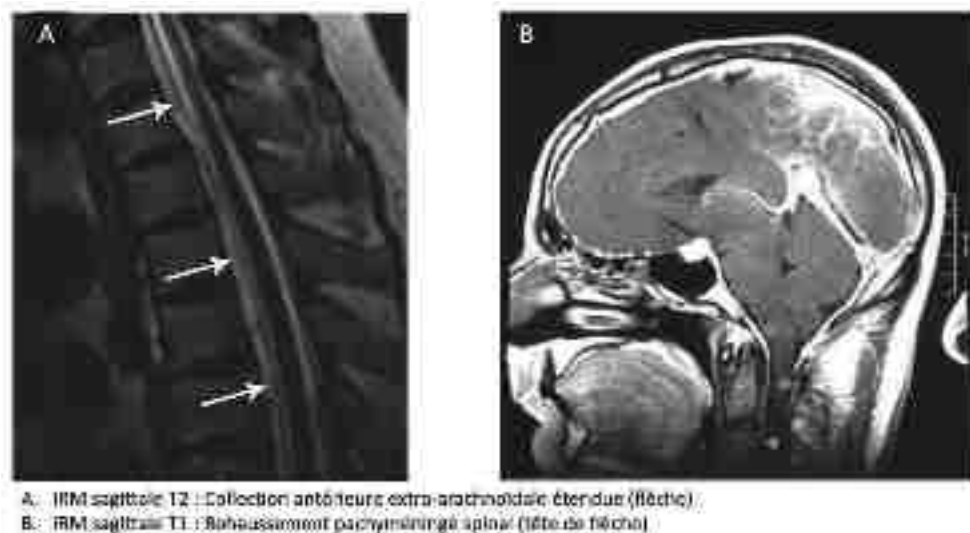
Anomalies retrouvées à l'IRM médullaire en cas d'hypotension intracrânienne (d'après Mokri et al.)²²
